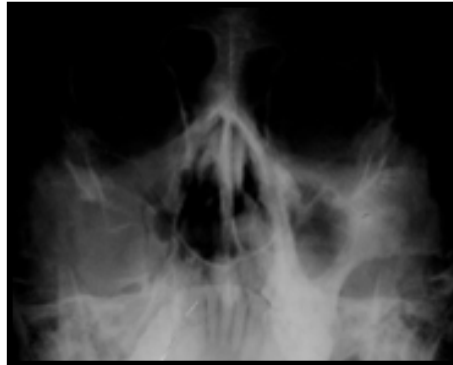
Tomografía computarizada mostrando una radiolucencia multilocular con demarcación pobre ocupando la cavidad derecha maxilar<sup>27</sup>
